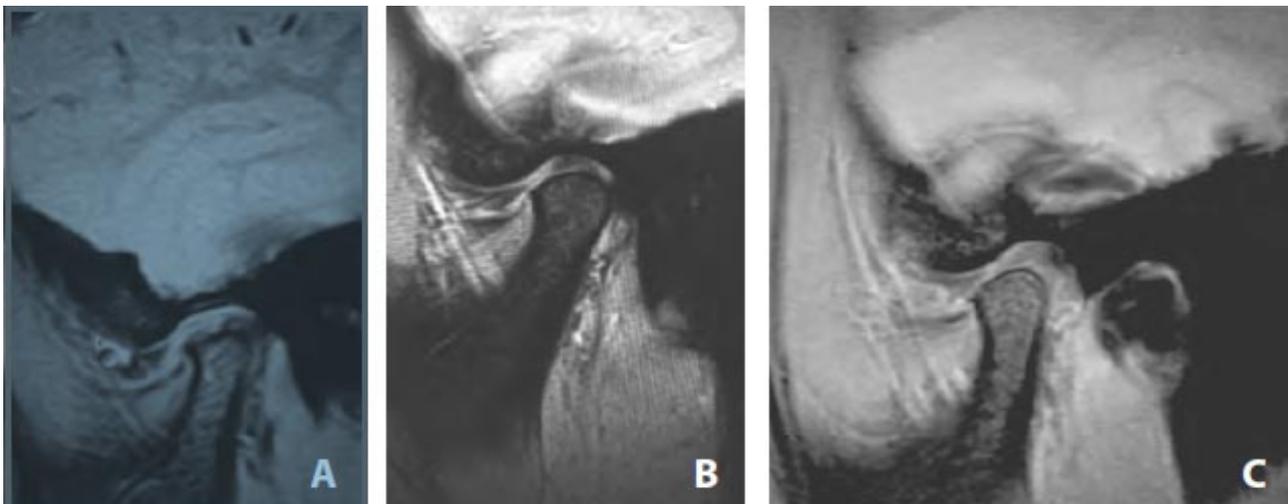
Remodelación de la articulación temporomandibular. Resonancia Nuclear Magnética (RMN), en corte sagital. A. RNM al inicio del tratamiento. Se observa una gran destrucción del tejido óseo del cóndilo mandibular, pérdida de la cortical ósea, inflamación y alteración del tejido discal. B. RNM control a 4 años de tratamiento con férula oclusal. Se observa la recuperación del tejido óseo del cóndilo mandibular, formación de la cortical ósea y recuperación del tejido discal. C. En la imagen de RNM, después de 6 años de tratamiento con férula oclusal, se observa mayor crecimiento óseo del cóndilo mandibular, manteniéndose la integridad del tejido óseo y recuperación anatómica del disco articular.
